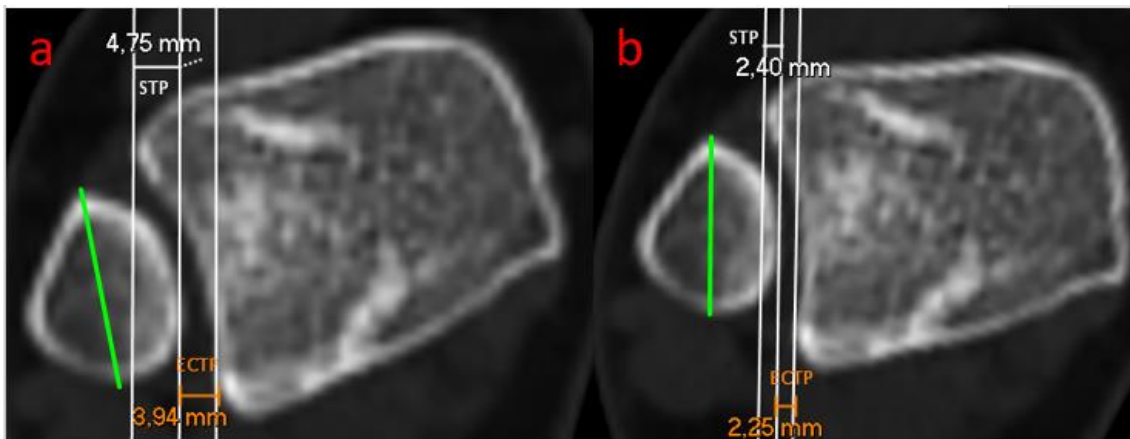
Imágenes axiales de TAC. a. Mediciones realizadas sobre imagen axial de tomografía computarizada con la rotación que ofrece el visualizador de imagen por defecto. b. Mediciones realizadas sobre la misma imagen axial de tomografía computarizada tras ajustar la rotación manualmente al diámetro máximo de la sección axial del peroné (línea verde). ECTP: espacio claro tibioperoneo, STP: solapamiento tibioperoneo.
